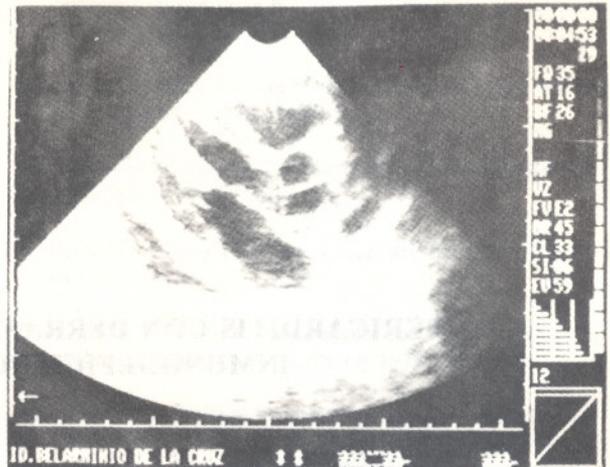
EN ESTOS TRES CORTES ECOCARDIOGRAFICOS EN ECOCARDIOGRAFIA BIDIMENSIONAL, PODEMOS OBSERVAR PERICARDITIS FIBRINOSA IMPORTANTE, CON DERRAME POSTERIOR DE UNOS 400 CC.
